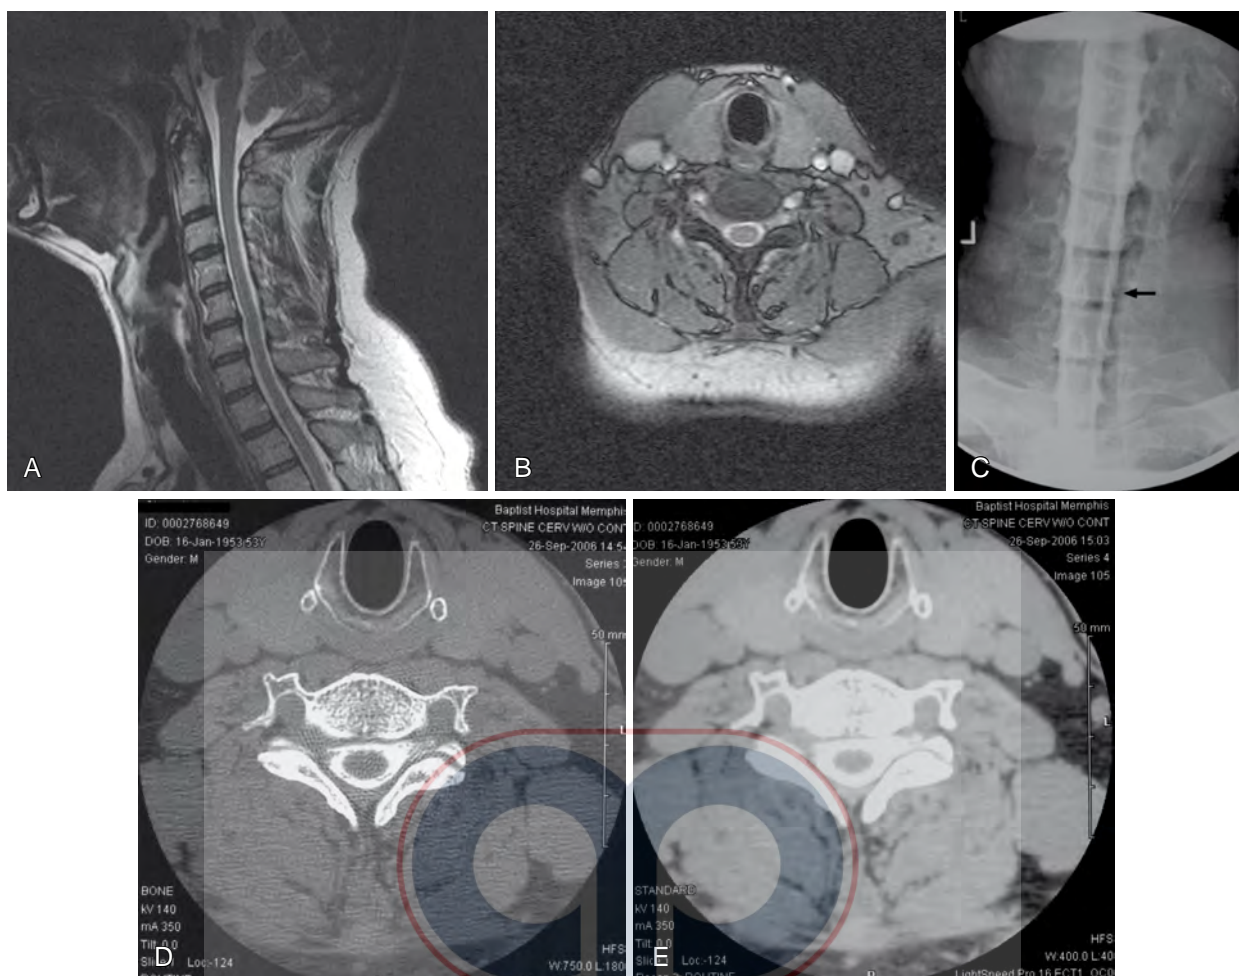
Paciente de cuarenta y cinco años con radiculopatía C7 derecha clínicamente. A y B, la resonancia magnética no fue concluyente para la hernia discal. C-E, posmielograma CT revela claramente la hernia discal intraforaminal derecha.
